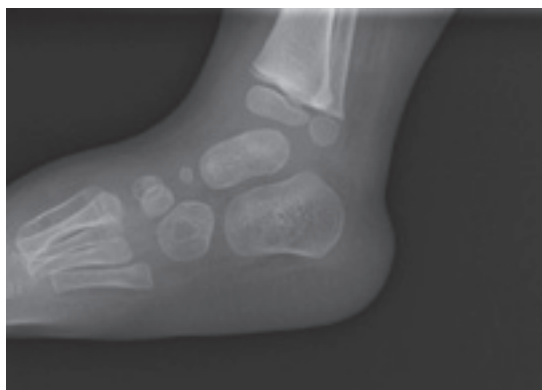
右下腿単純X線像 アキレス腱切腱術後4週
